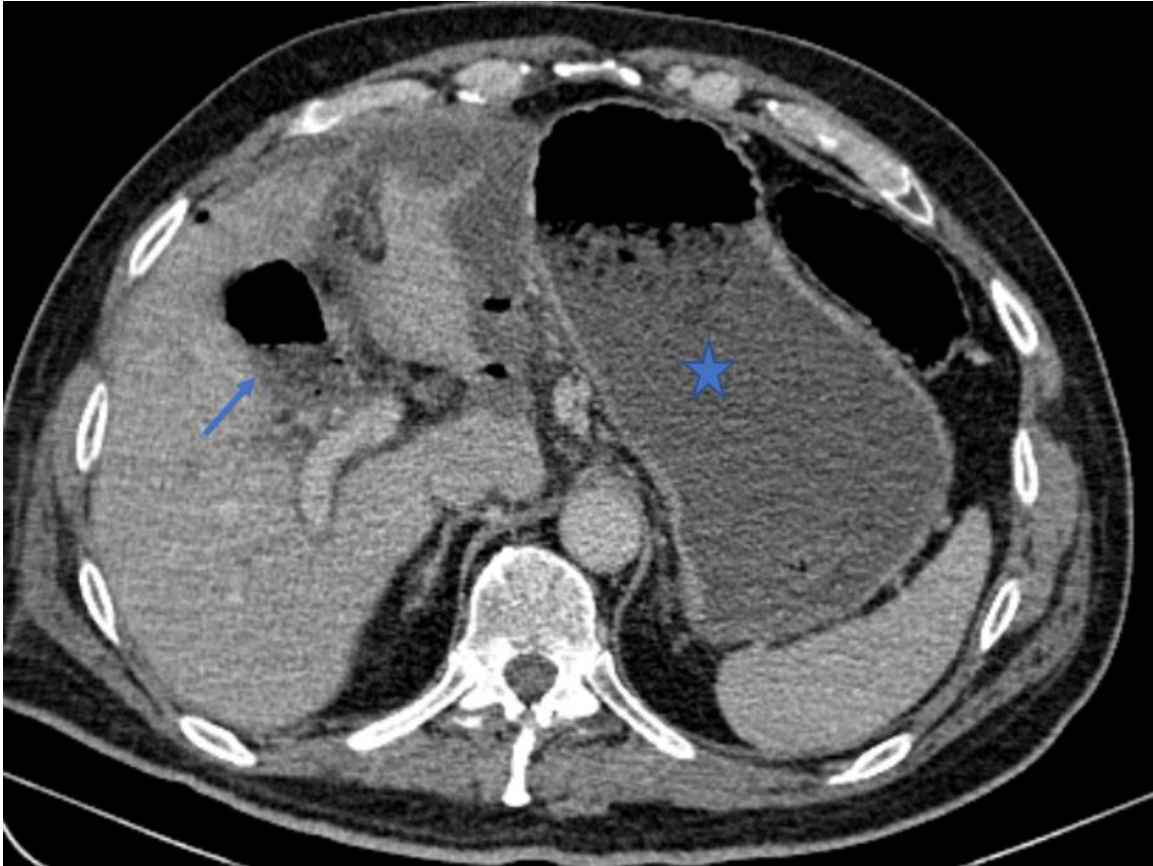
Collection au niveau du lit vésiculaire. TDM coupe axiale au temps portale à J6 d'une DPC. Présence d'une collection avec niveau hydro aérique au niveau de la loge de DPC (Flèche bleue). A noter la gastroparésie associée (étoile bleue).
